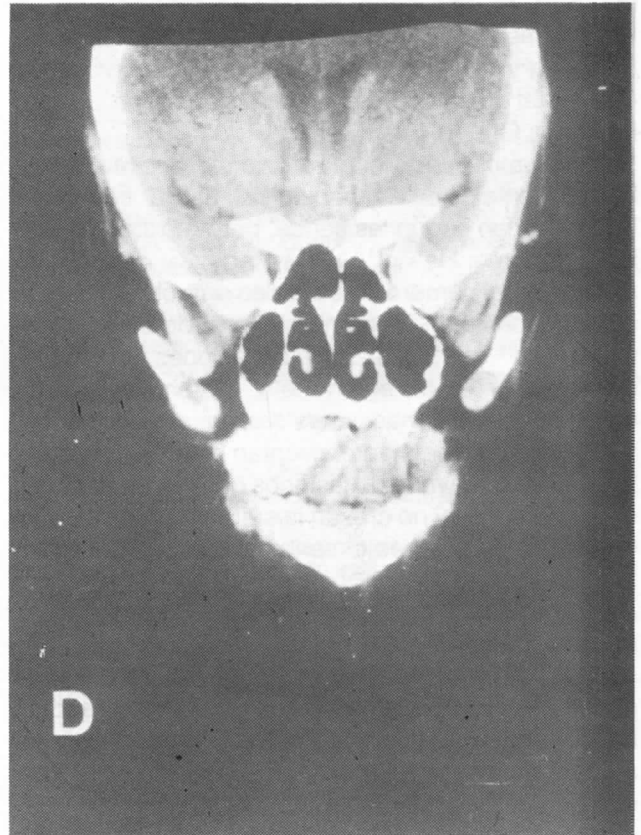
TAC a los 7 años de la cirugía, no evidenciándose signos de recidiva.
